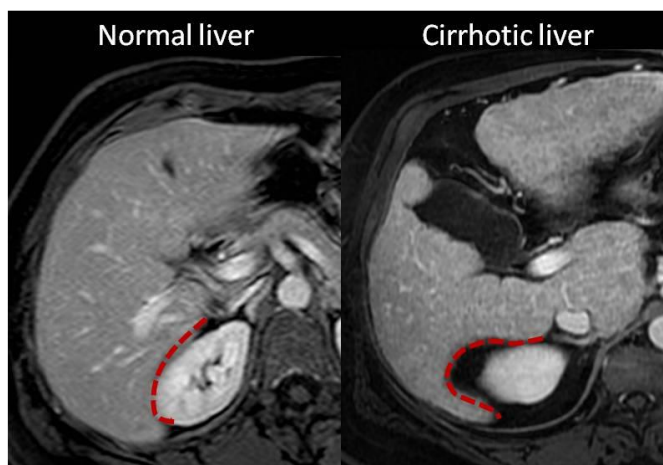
Gambar *CT scan* menunjukkan margin nodular pada pasien sirosis hati (Agnello F, 2016)
